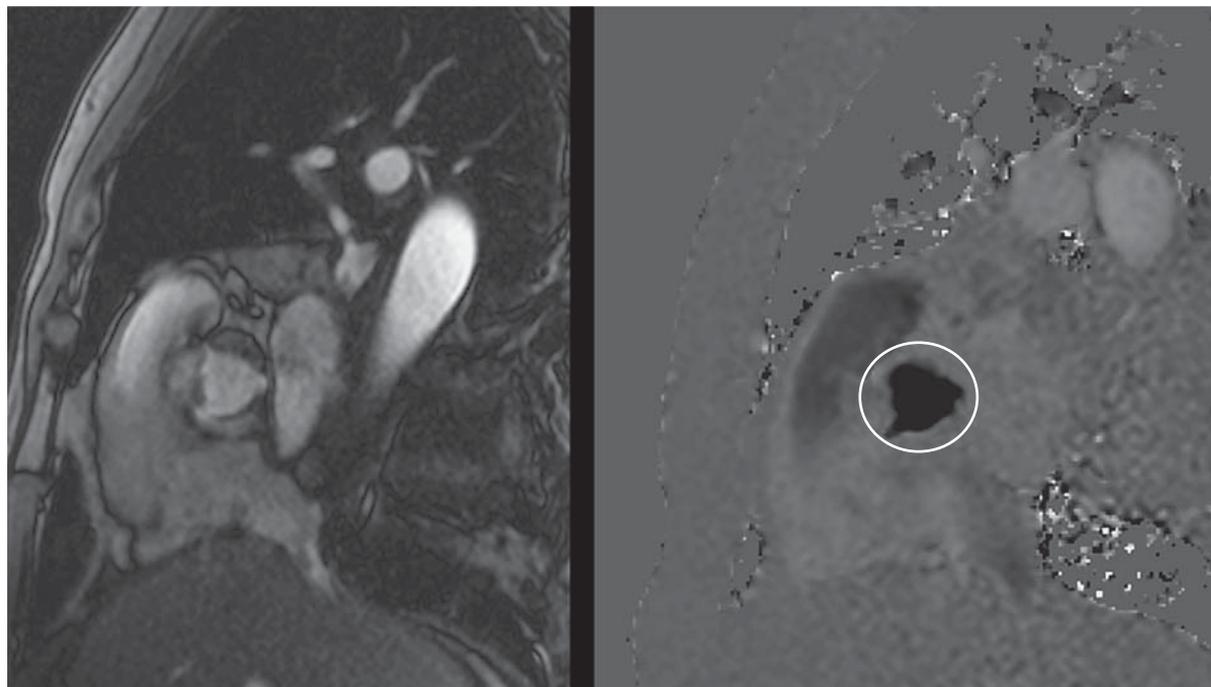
Наблюдение 1. На кино- МР-томограмме (слева) и фазово-контрастной ангиограмме (справа) – отсутствие деформации створок аортального клапана и сужения его просвета в систолу.
